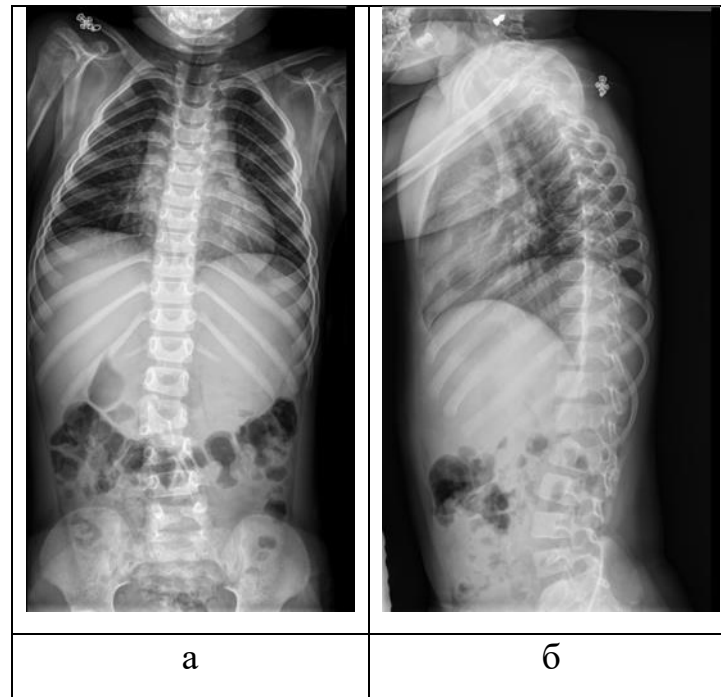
Рентгенограммы позвоночника пациентки Б., 3 года 8 месяцев перед операцией: а – прямая проекция, б – боковая проекция
